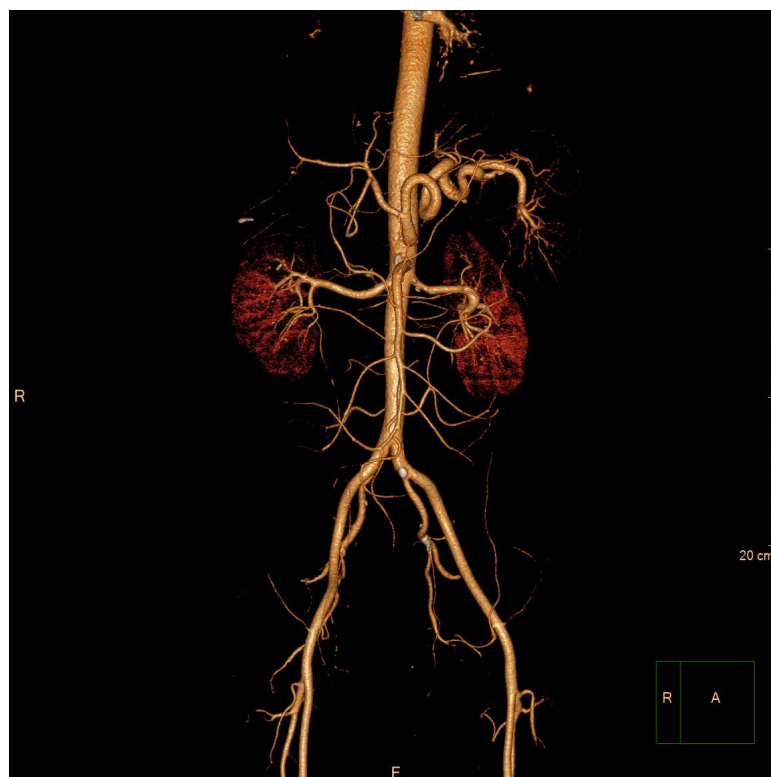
Abdominal artery CTA results after admission
